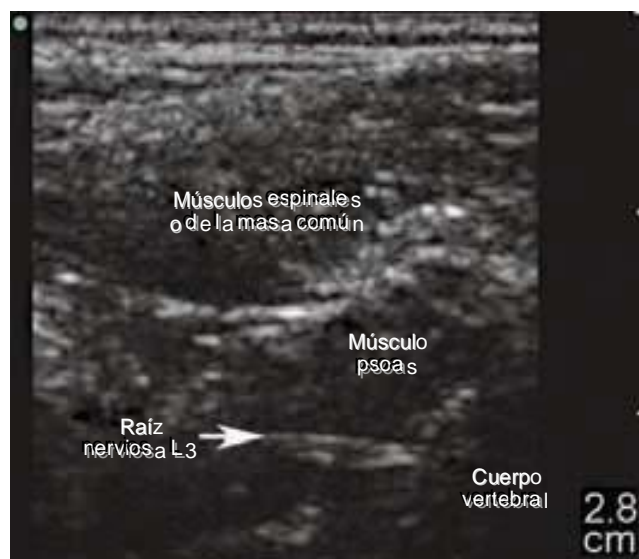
Imagen ecográfica del plexo lumbar al interior del músculo psoas (lado izquierdo = lateral; unidad de ultrasonido SonoSite 180plus con sonda lineal de 5 a 10 MHz).
